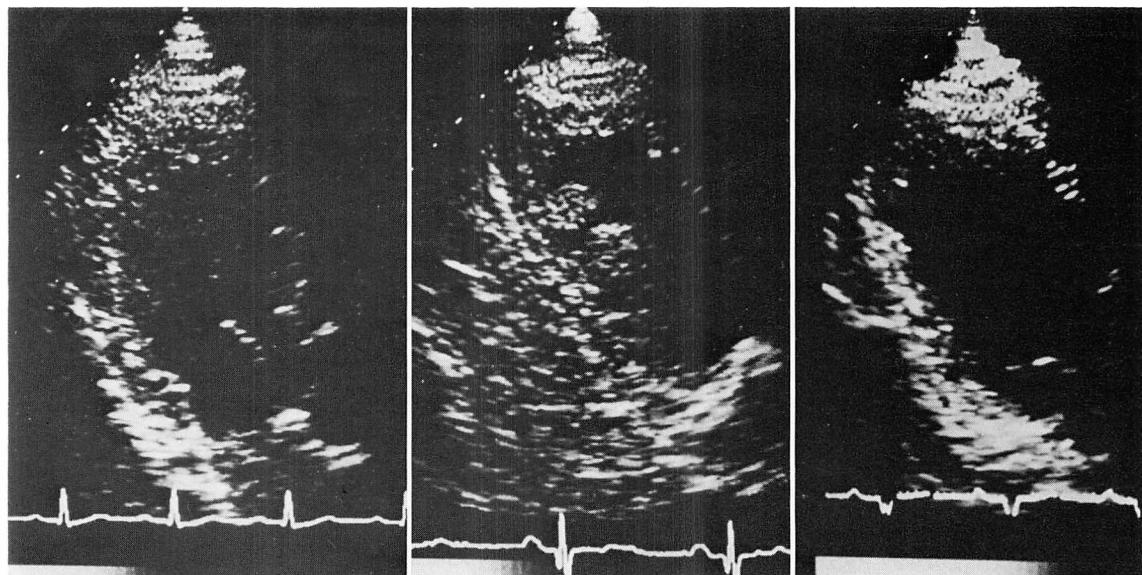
Long-axis two-dimensional echocardiograms of a patient with left ventricular mural thrombi following acute posterior myocardial infarction (MI).
